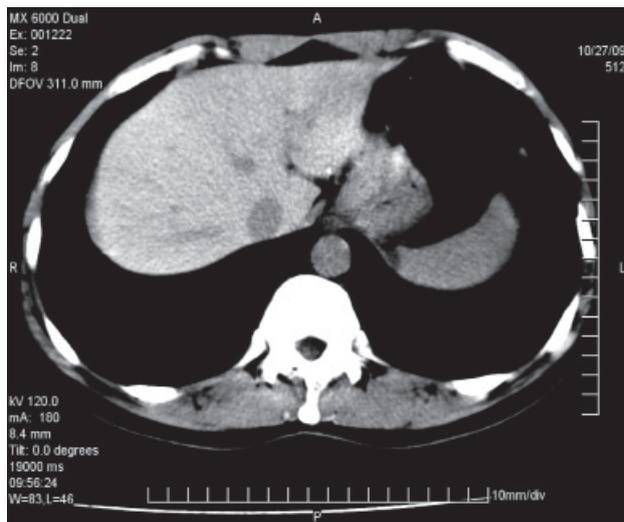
Компьютерная томограмма больного М. после резекции левой доли печени
